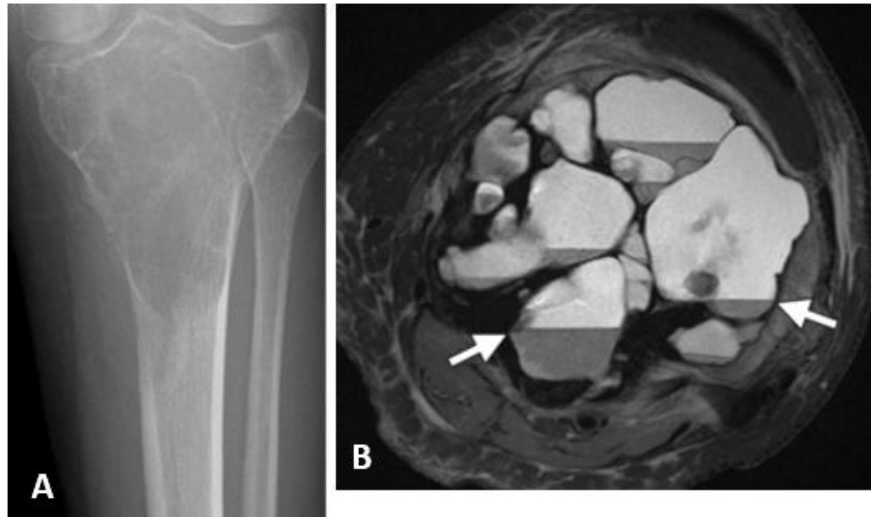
Gambaran khas radiografi GCTB adalah lesi litik eksentrik, expansil, berbatas tegas tanpa rim sklerotik, zona transisi sempit, tanpa matrix pada area sekitar lempeng epifisis yang telah menutup, meluas ke epifisis hingga dekat permukaan artikular (*subchondral*). GCTB juga dapat menunjukkan sifat agresif, termasuk ekspansi atau destruksi korteks disertai keterlibatan jaringan lunak. Pada MRI umumnya ditemukan massa dengan komponen solid dan area hemoragik di dalamnya, serta gambaran *fluid-fluid levels* yang konsisten dengan pembentukan *Aneurysmal Bone Cyst* (ABC) sekunder pada sekitar 14% kasus. Selain itu dapat pula ditemukan edema *bone marrow* dan perluasan ke jaringan lunak sekitar. Karakteristik sinyal menunjukkan lesi yang hipointens atau isointens terutama pada area solid di T1WI, heterogen dominan hiperintens dengan area hipointens (akibat endapan hemosiderin atau jaringan fibrosis) di T2WI, dan peningkatan kontras pada area solid setelah pemberian gadolinium intravena (Chakarun CJ et al., 2013; Murphey M et al., 2001).
